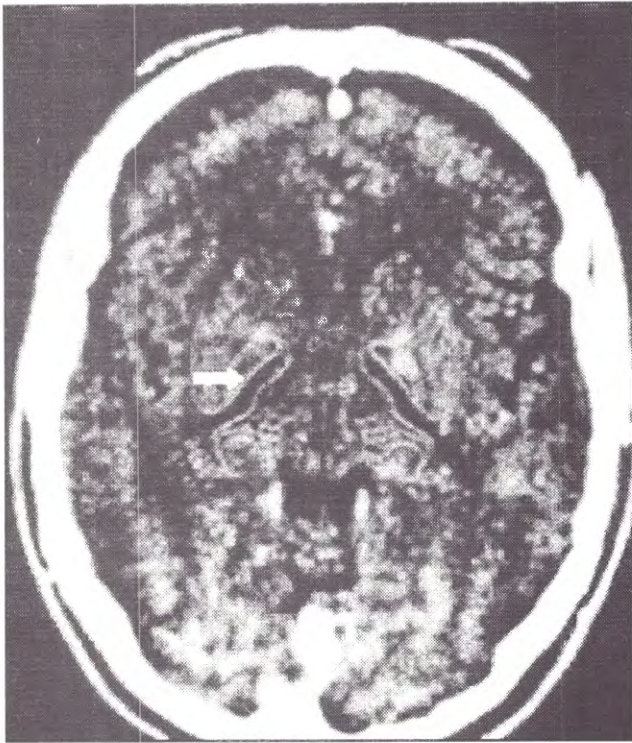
Sitio de lesión en la Palidotomía posteroventral de acuerdo al sistema de planeamiento quirúrgico guiado por imágenes de TAC.
